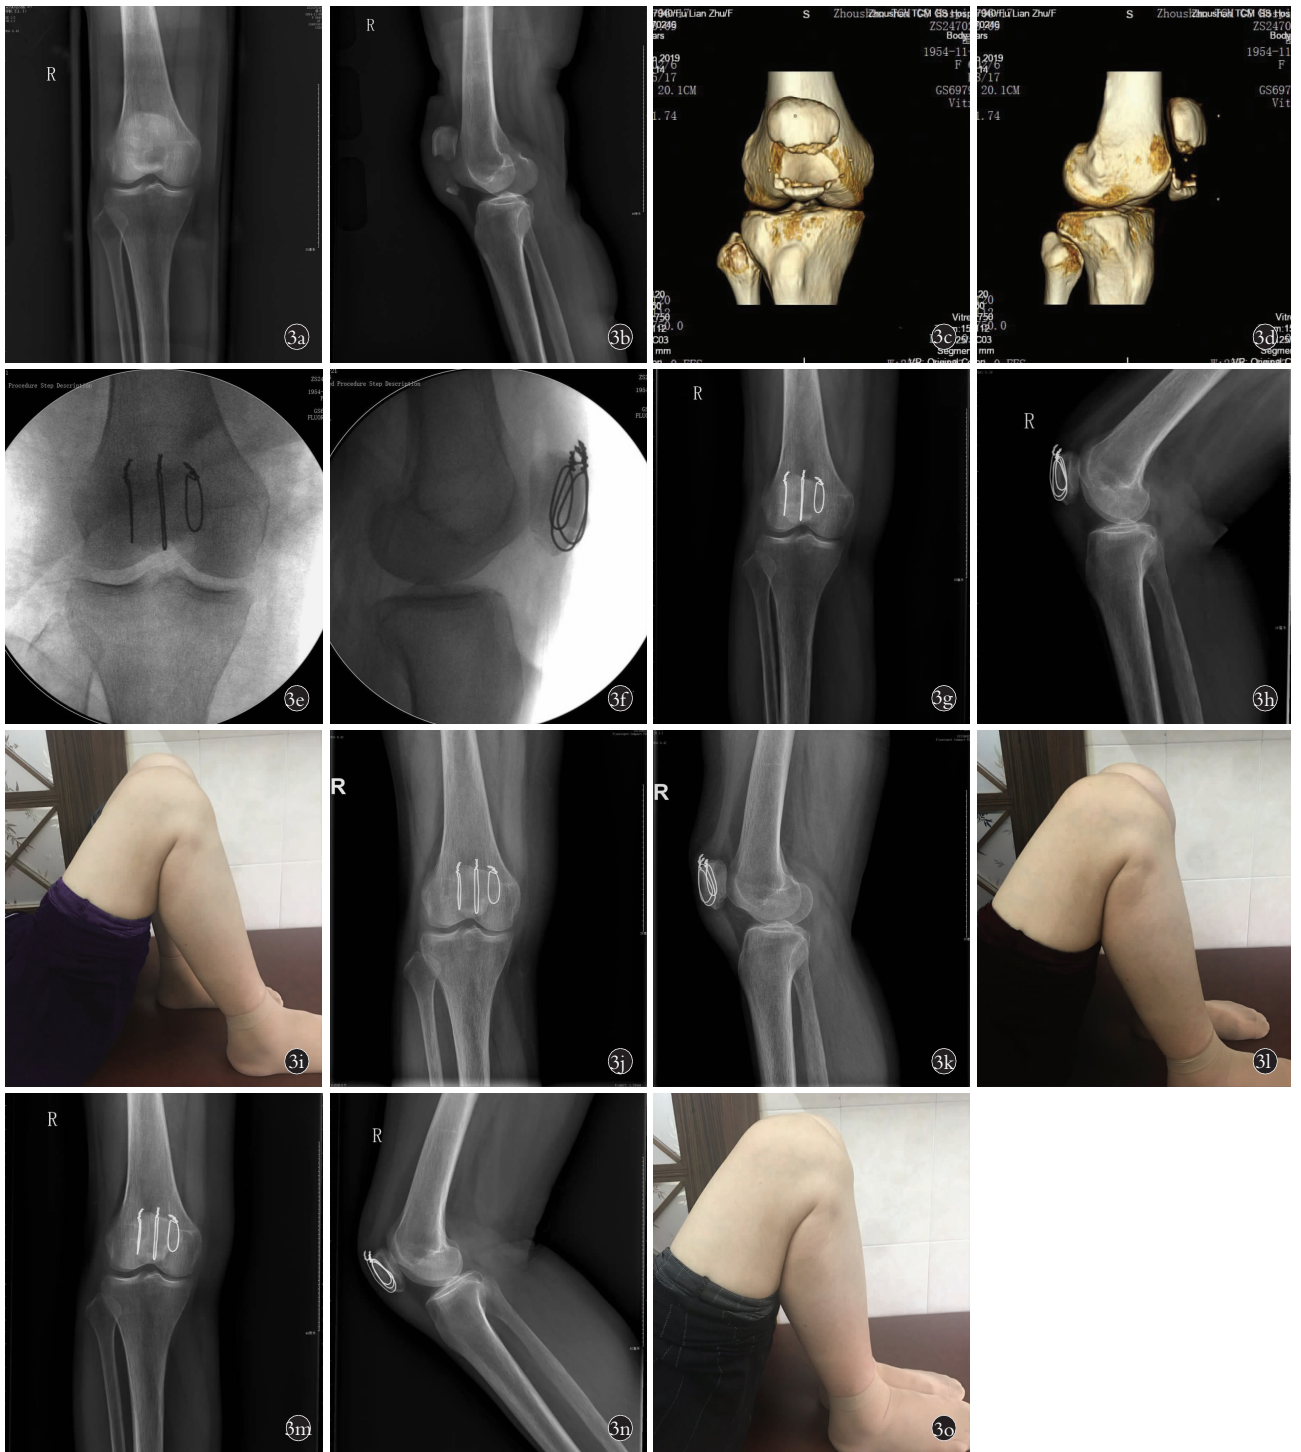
患者,女,64 岁,右髌骨下极粉碎性骨折 3a,3b。术前正侧位 X 线片示髌骨下极骨折并分离移位 3c,3d。术前右膝关节三维 CT 重建示髌骨下极粉碎性骨折完全移位 3e,3f。术中正侧位 X 线片示髌骨下极骨折复位,固定良好 3g,3h。术后 12 周正侧位 X 线片示骨折线模糊 3i。术后 12 周膝关节外观显示功能良好(接近 125°) 3j,3k。术后 6 个月正侧位 X 线片示骨折愈合良好 3l。术后 6 个月膝关节外观示功能良好(接近 135°) 3m,3n。术后 12 个月正侧位 X 线片示骨折完全愈合 3o。术后 12 个月膝关节外观示功能优(接近 145°)
